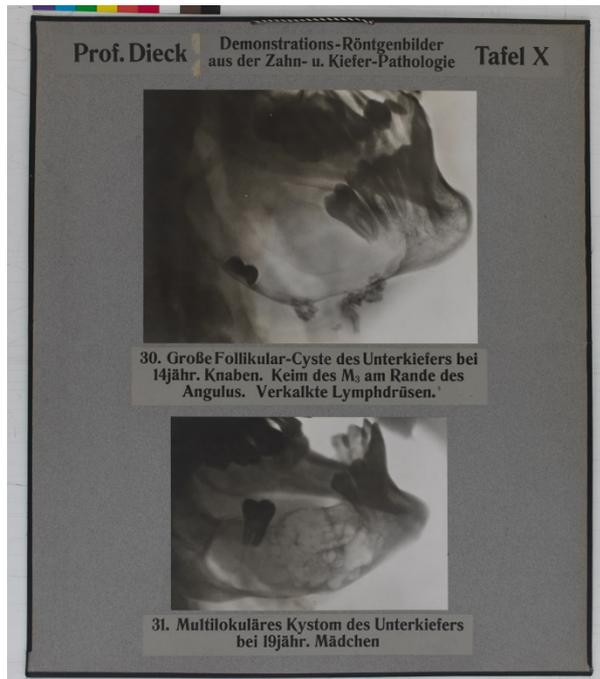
Röntgentafel LT 73¹
